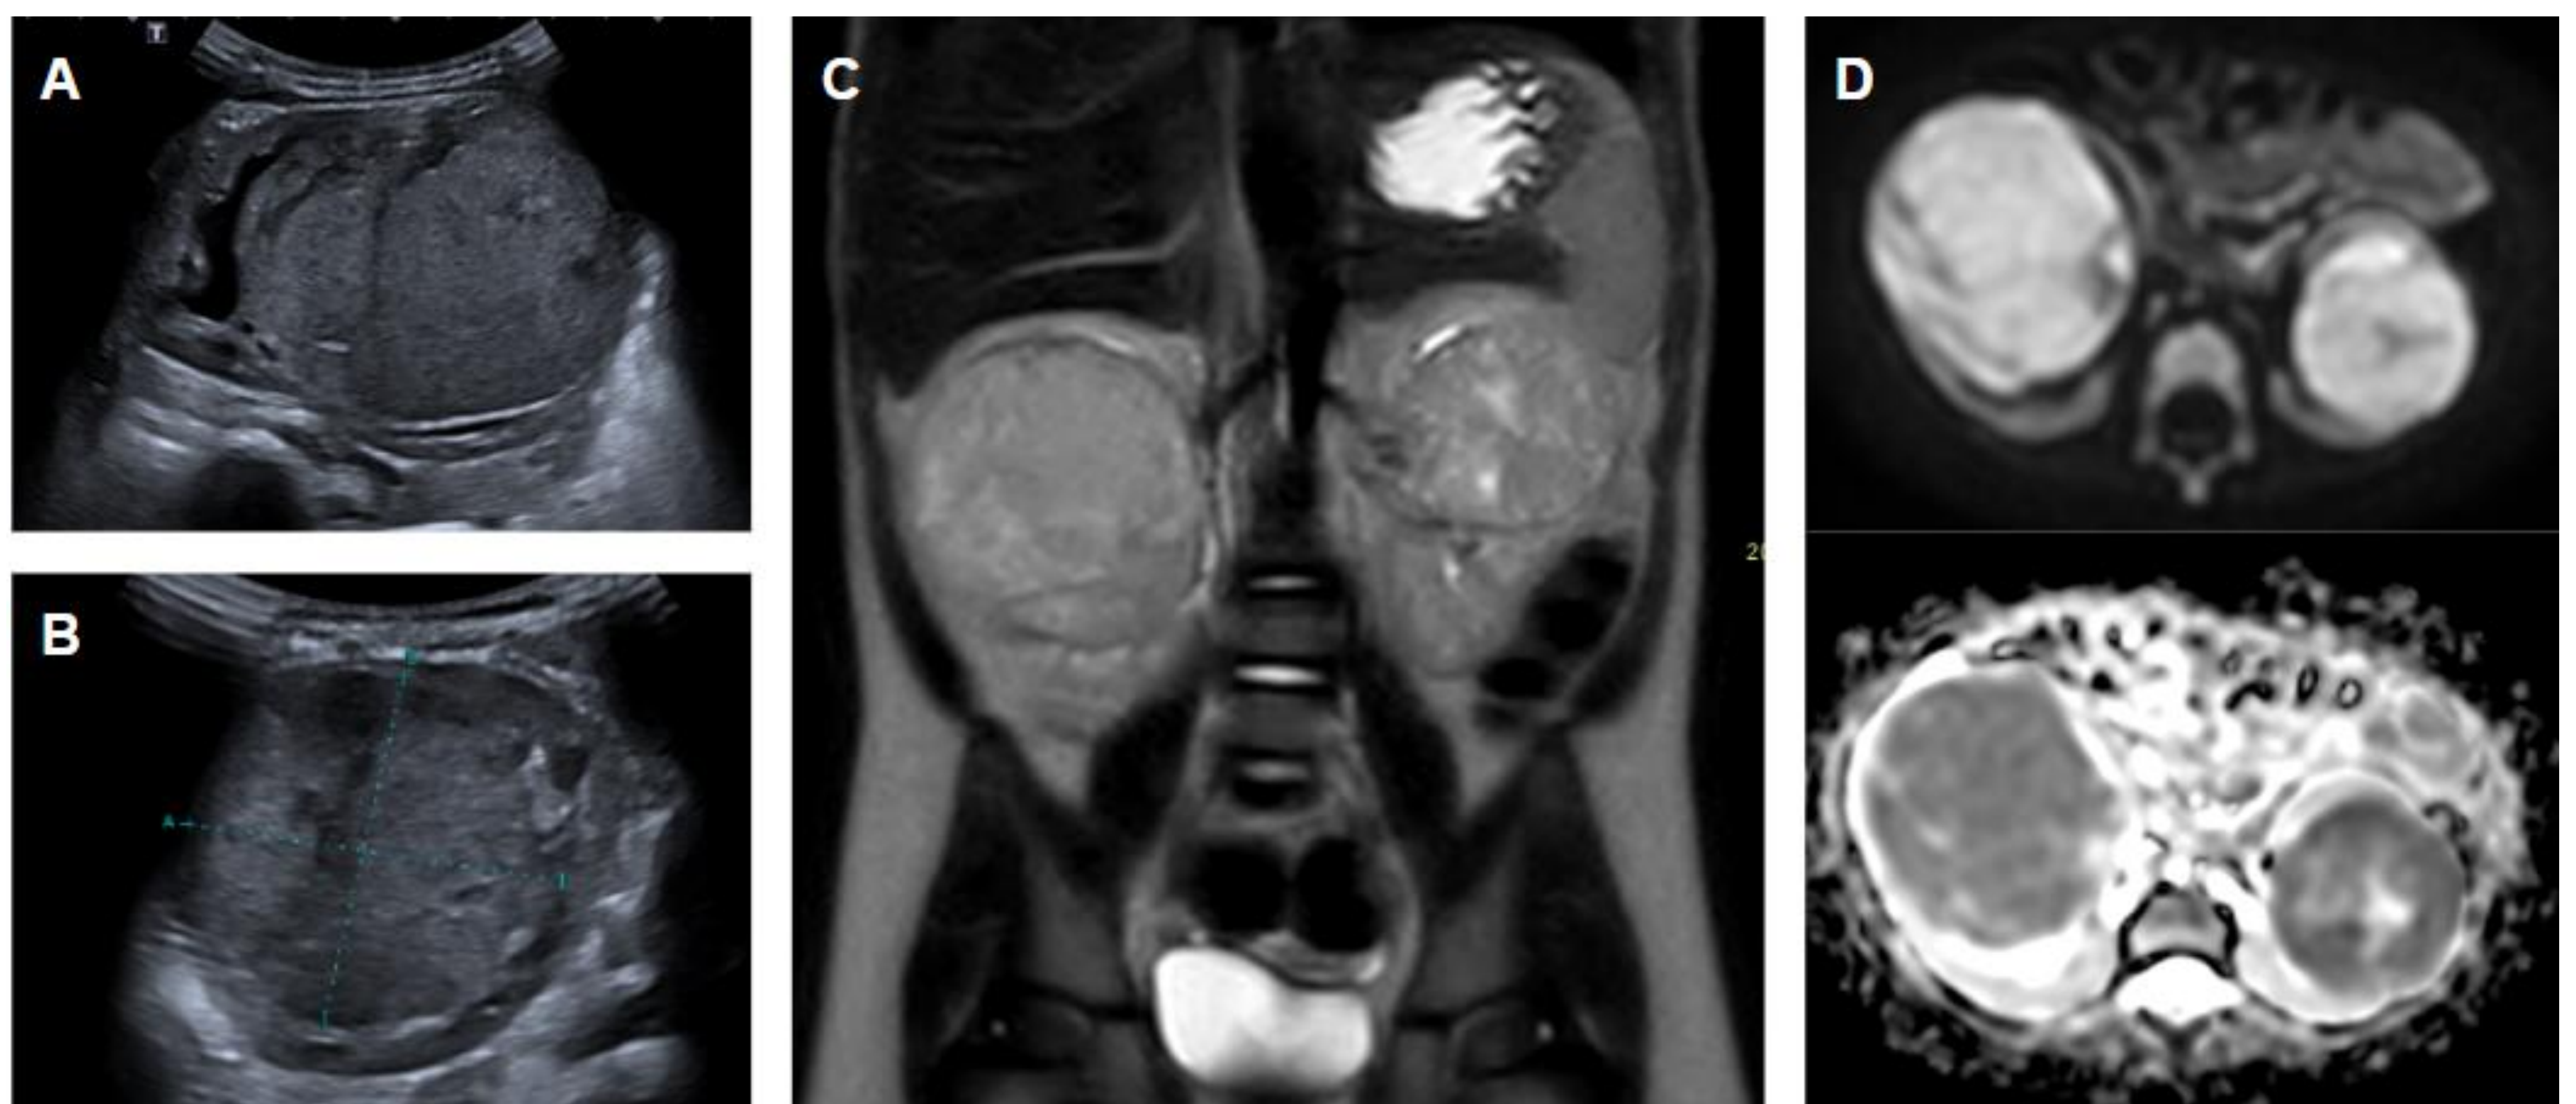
A y B. Ecografía abdominal en la que se observa dos masas sólidas captantes homogéneas que presentan el signo de la garra. Las lesiones no producen dilatación del sistema excretor. C y D. En la RM se observan dos masas renales homogéneas con centro hiperintenso en T2, posiblemente necrótico, muy bien definidas por una cápsula hipointensa, que presentan restricción a la difusión (Imagen D).
